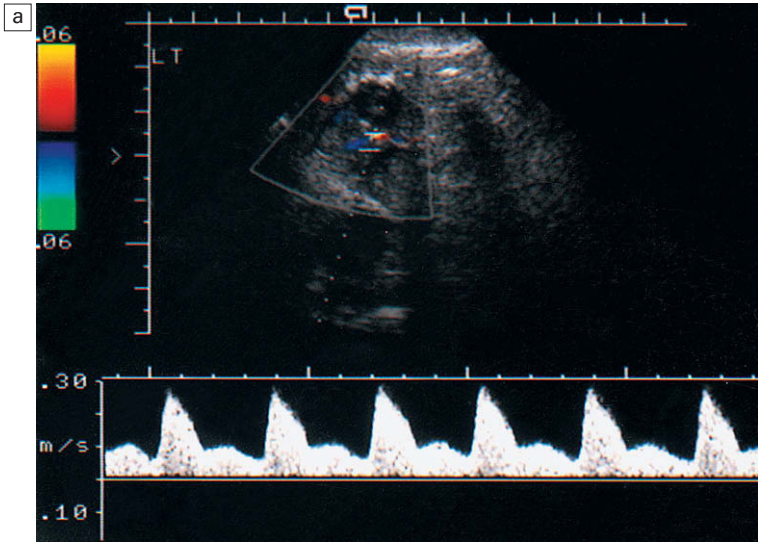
a) Espectros de Doppler del flujo sanguíneo ovárico en la fase folicular. b) Flujo sanguíneo de baja resistencia en el momento de la ovulación.
